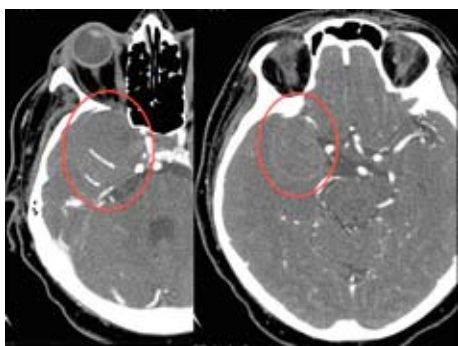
МСКТ головного мозку з внутрішньовенним підсиленням на 3-тю добу після операції. а — тромбована та функціонуюча частини АА; б — СКТ-АГ, функціонуюча частина АА.
